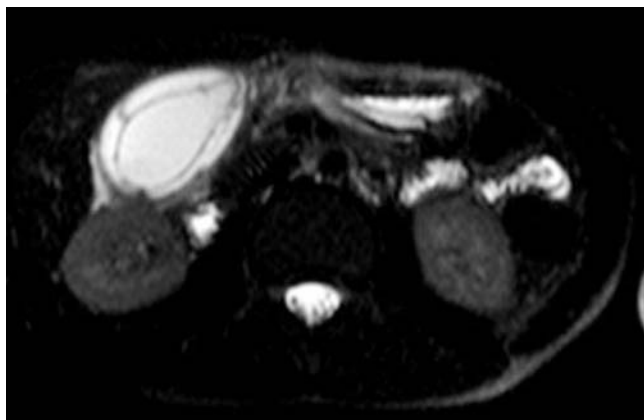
MRI, T2強調画像 (single shot)
